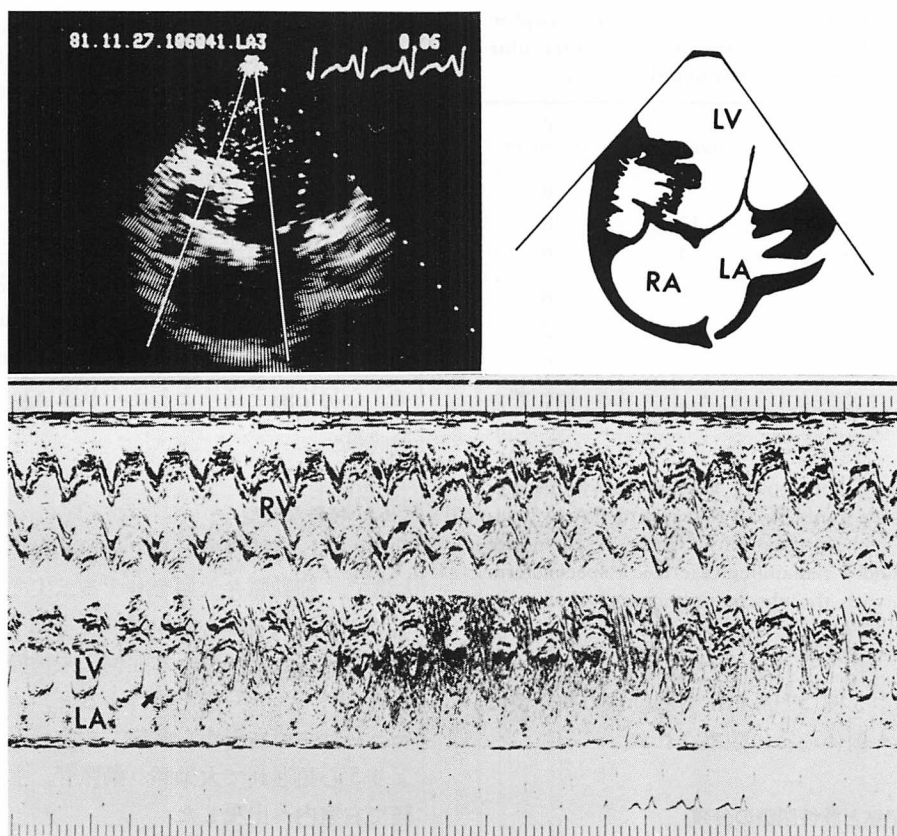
Echocardiographic findings in a patient who is classified as a special form of tricuspid atresia.
